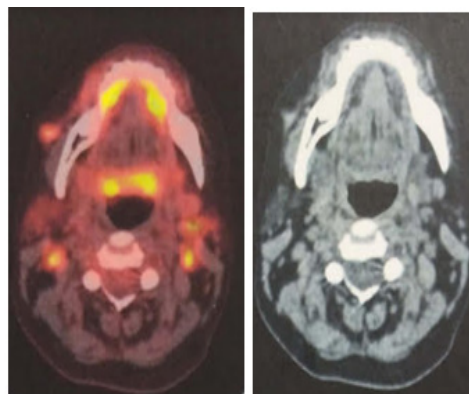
à gauche coupe TEP-TDM avec multiples hypermétabolismes ganglionnaires cervicaux et sous cutanés.
